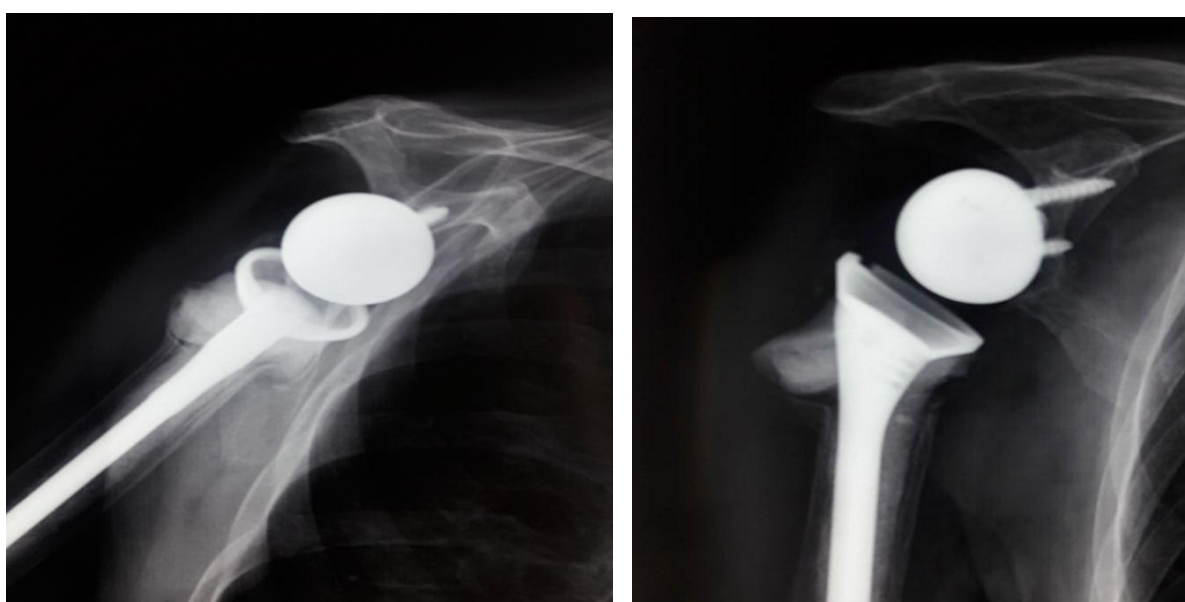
radiographie de l'épaule droite ; de face à droite ;de profil à gauche à 18 mois de recul
